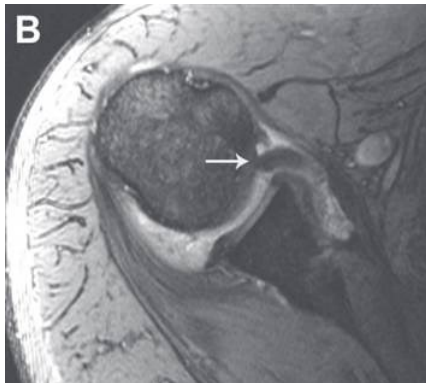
Axiale T2 MRT zeigt eine Teilruptur der SSC, die tief liegenden Sehnenfasern sind retrahiert und zwischen anteriorem Glenoid und Humeruskopf eingeklemmt (67) (bearbeitet)
